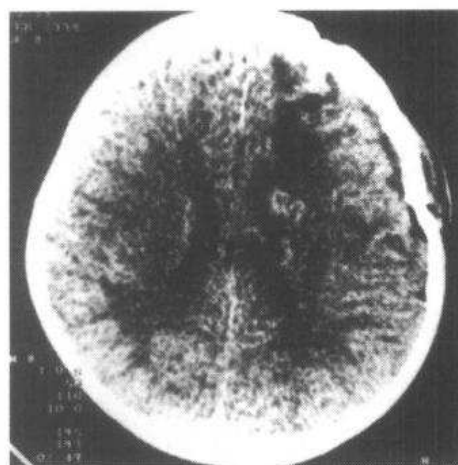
与图2-4-3a为同一病例CT图像，术后4h原血肿区呈低密度伴少量积气，术后证实为血管畸形
